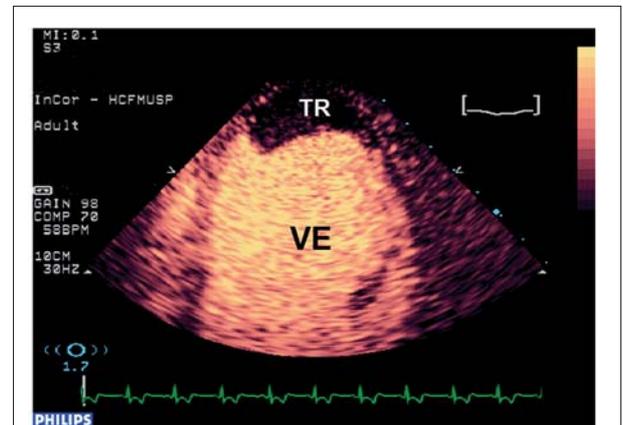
Ecocardiograma com contraste em plano apical quatro câmaras com trombo apical. TR - trombo; VE - ventrículo esquerdo.
